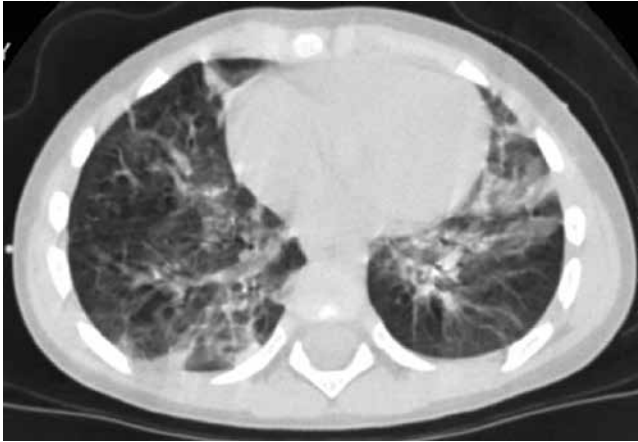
Tomografía axial computarizada con opacidades parenquimatosas en ambos campos pulmonares y atelectasias subsegmentarias. Zonas de opacidad parenquimatosas del espacio aéreo y en vidrio esmerilado, en parches.
